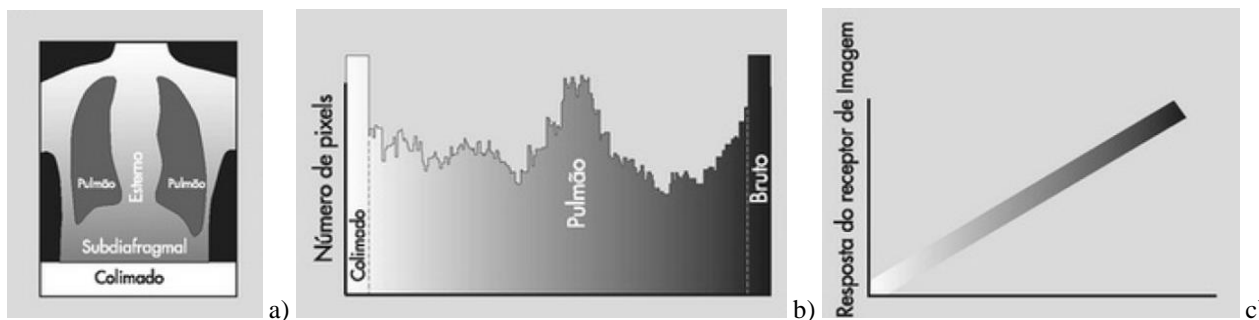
a) Região de uma radiografia digital simulada do tórax; b) Imagem correspondente ao histograma de uma radiografia de tórax pósterio-anterior (PA); c) Curva resposta do receptor de imagem digital representando em tons de cinza os pontos onde as regiões anatômicas estariam representadas. Fonte: Bushong.
